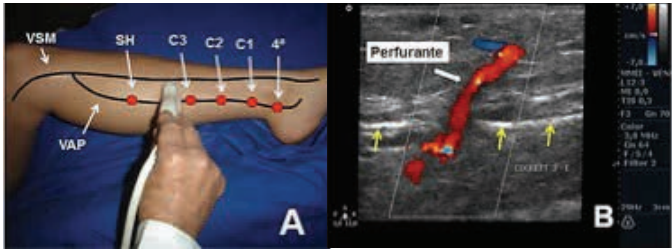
Estudo (exame) das perfurantes mediais da perna: A= Topografia das perfurantes de Cockett (C1, C2, C3), Sherman (SH) e 4ª; B= Doppler colorido de perfurante Cockett 3 incompetente
